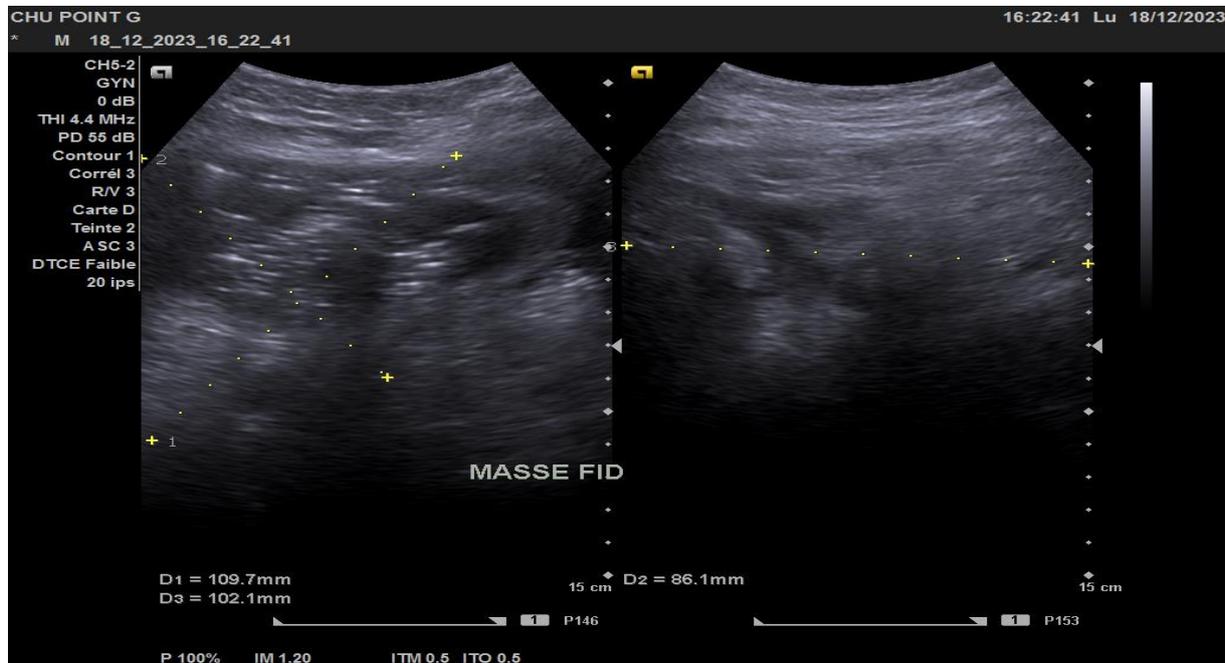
Image échographique d'une masse tissulaire tubulaire de la fosse iliaque droite avec immobilisation des anses sentinelles.
